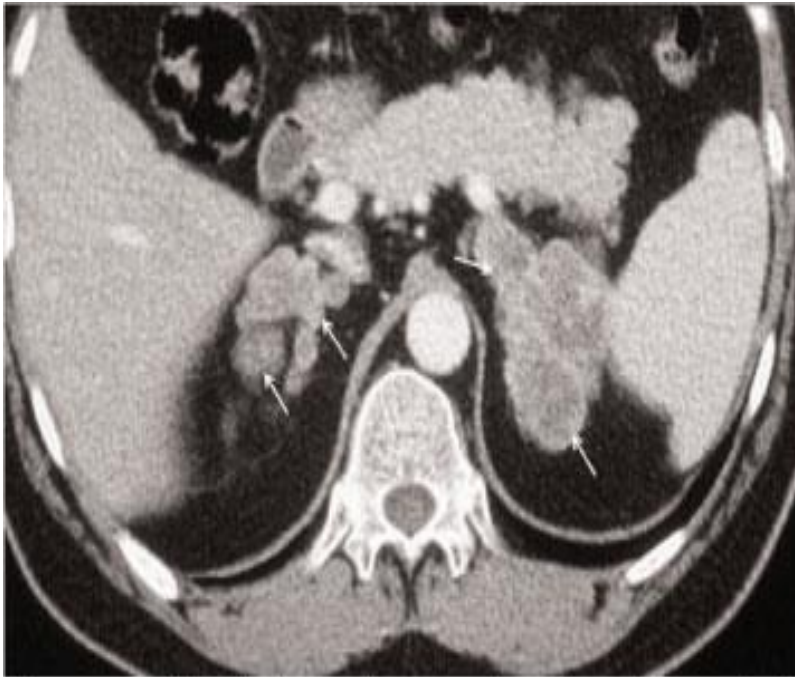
ACTH-independent massive adrenal hyperplasia. Post-contrast CT of the adrenal glands acquired 60 seconds after intravenous contrast administration demonstrating massive nodular hyperplasia of both adrenal glands (arrows). The suppressed ACTH levels distinguish this macronodular hyperplasia from the ACTH-dependent hyperplasia in pituitary adenomas and ectopic ACTH production.
